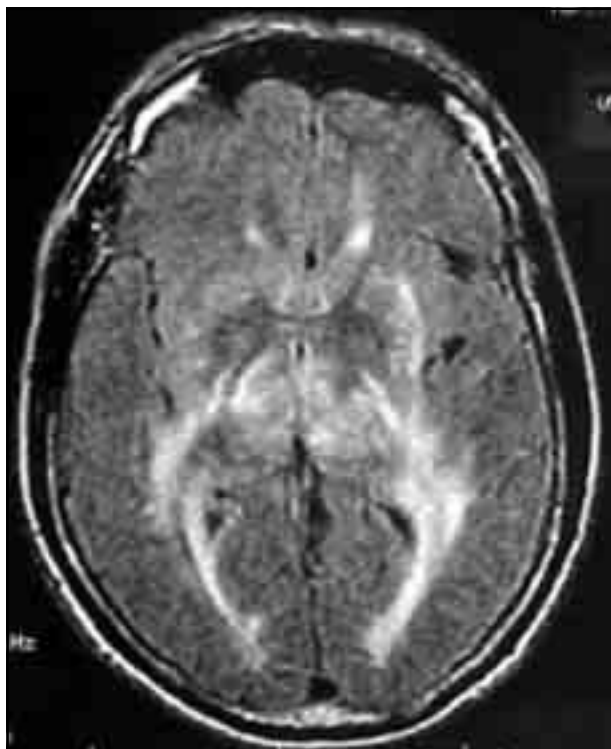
Sequência FLAIR. Áreas focais hiperintensas corticais e, prevalentemente, subcorticais traduzindo a presença de edema.
